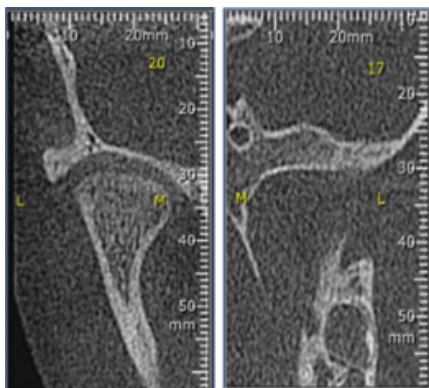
Exame de tomografia computadorizada de feixe cônico (Cone Beam).
